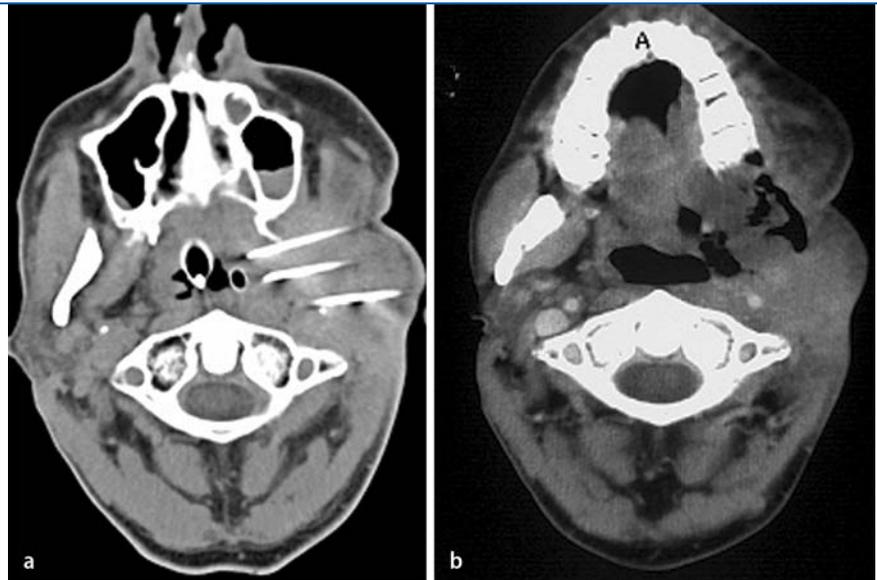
▲ a Rezidiv eines Plattenepithelkarzinoms. Computertomographische Darstellung einer interstitiellen photodynamischen Therapie mit mehreren implantierten Diffuserglasfasern. b Zustand nach interstitieller photodynamischer Therapie mit deutlich erkennbarer Nekrosehöhle, die zum Oropharynx hin drainiert wird. Der zentrale Anteil entspricht klinisch nekrotischen Tumoranteilen
